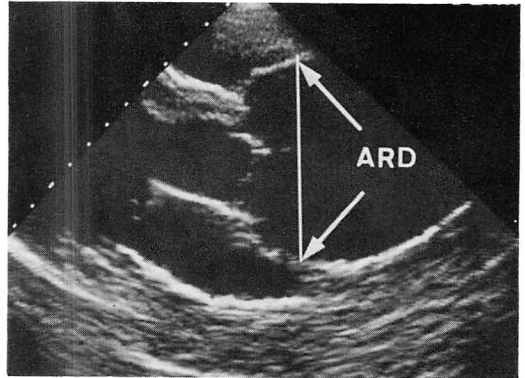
Long-axis echocardiogram of a 38-year-old man with annuloaortic ectasia.
